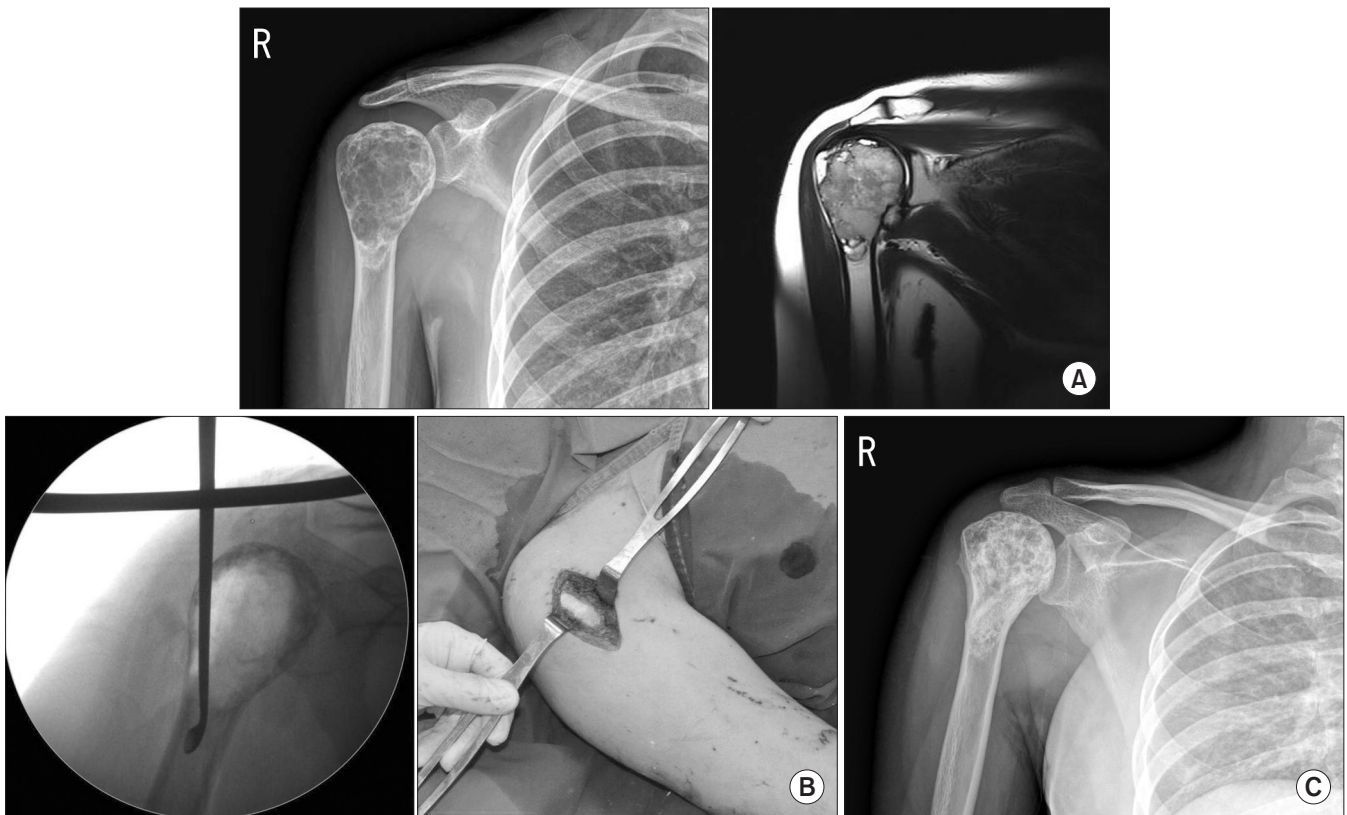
A 28-year-old female with humeral chondroblastoma. (A) Preoperative radiograph of the right proximal humerus. (B) Intraoperative radiograph and photo. After curettage and allochip bone graft, the opening site was covered with bone cement. (C) Follow-up radiograph 2 years after surgery.
